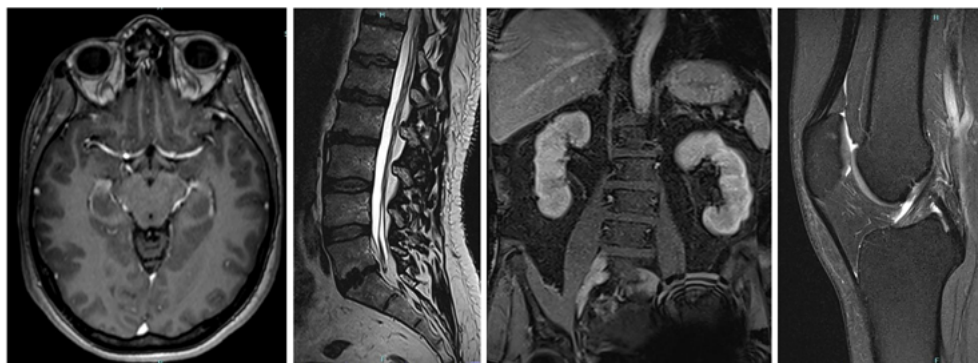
exemples d'images obtenues par IRM, de gauche à droite : tête, rachis lombaire, abdomen, genou (© E. Museux).
